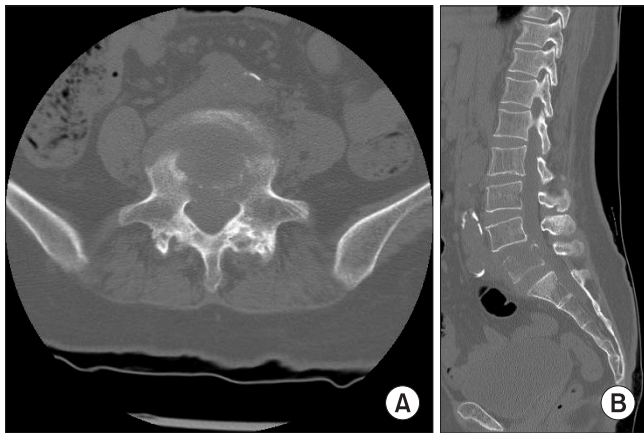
Sagittal (A), axial (B) computed tomography scan showed pathologic fracture with osteolysis at L5 vertebral body, suggesting a metastatic tumor.
